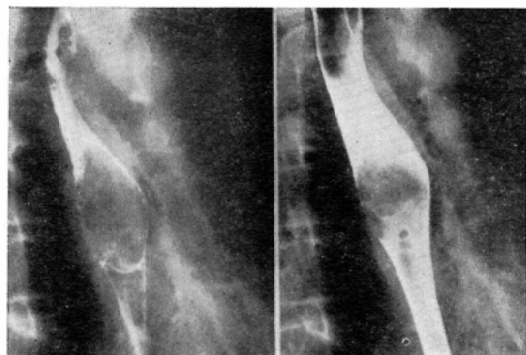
Roentgenographic classification of esophageal carcinoma in Japanese Society of Esophageal Diseases.
